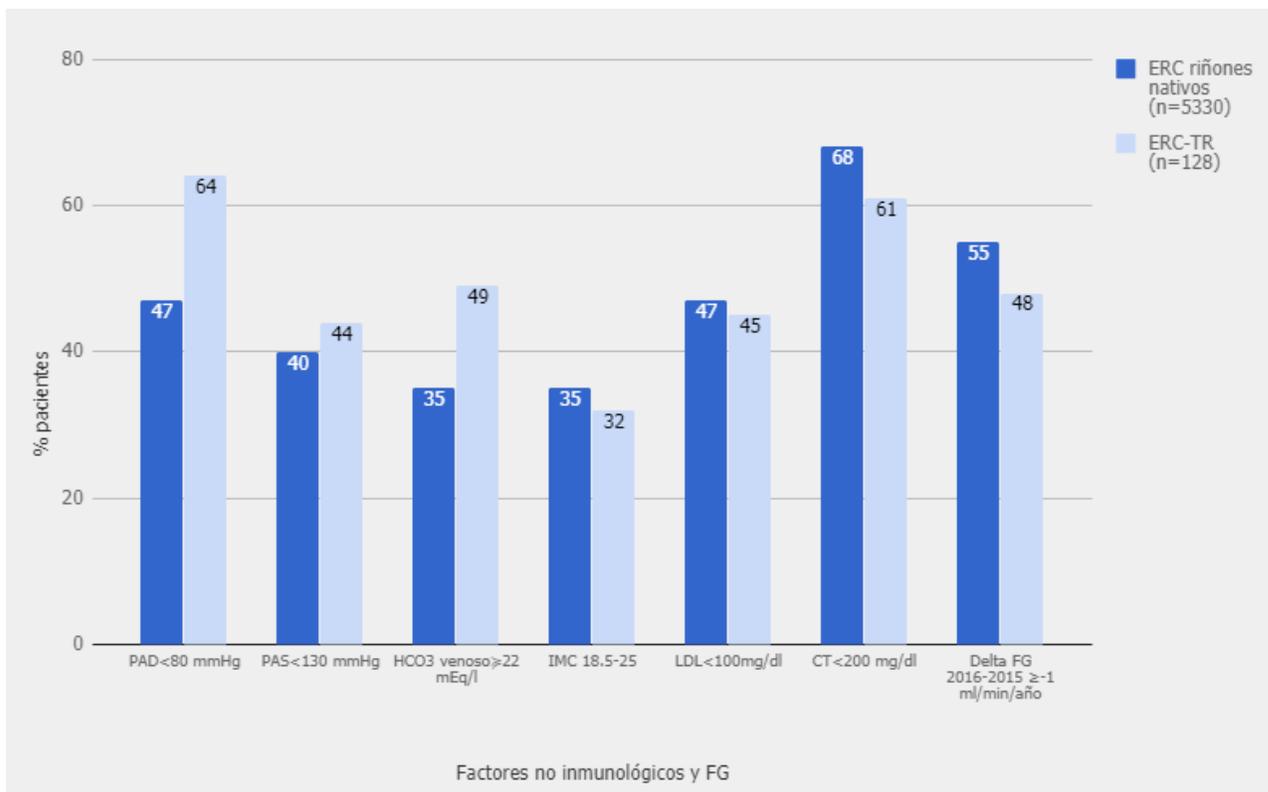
Control de los factores no inmunológicos en riñones nativos y en TR. Datos de la ERC en riñones nativos del PSR-Informe 2014. ERC: Enfermedad renal crónica. TR: Trasplante renal. FG: filtrado glomerular. PAD: Presión arterial diastólica. PAS: Presión arterial sistólica. HCO3: Bicarbonato. IMC: índice de masa corporal. LDL: Lipoproteína de baja densidad. CT: Colesterol total. FG estabilizado: Delta IFG < -1 ml/min/año.
